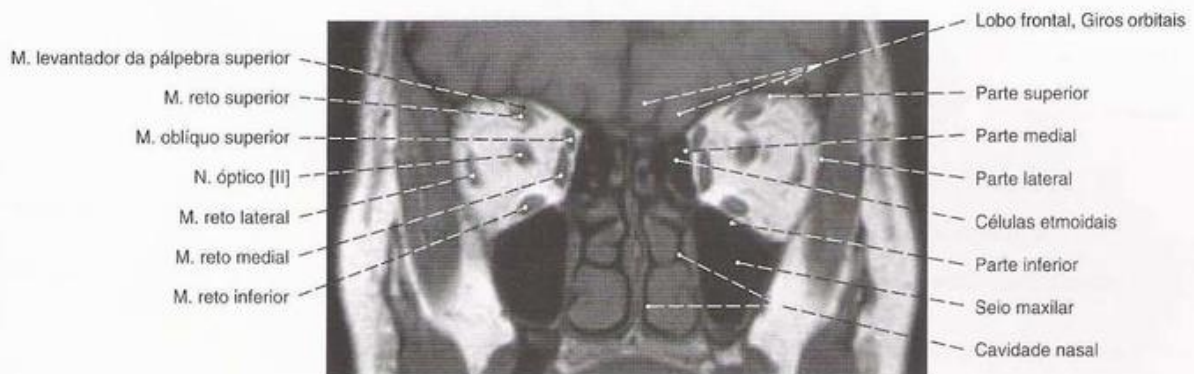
Músculos extrínsecos do bulbo do olho; IRM (T₁ pesado) em corte frontal ao nível do meio da órbita; vista anterior.
